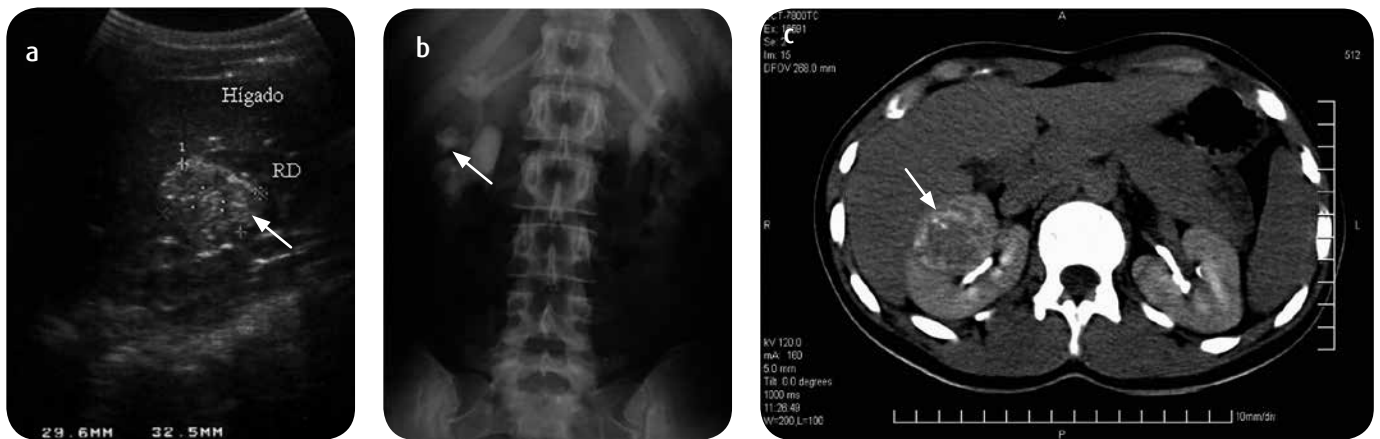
CCR derecho en una paciente de 16 años. Estadio III. a) Ecografía: masa heterogénea en el polo superior-región interpolar. b) Urografía excretora: desplazamiento inferior del grupo calicial medio y dilatación leve del sistema excretor. c). TC-renal: estudio posterior a la aplicación del medio de contraste: masa con realce heterogéneo hacia cara anterior del polo superior-región interpolar del riñón derecho.
